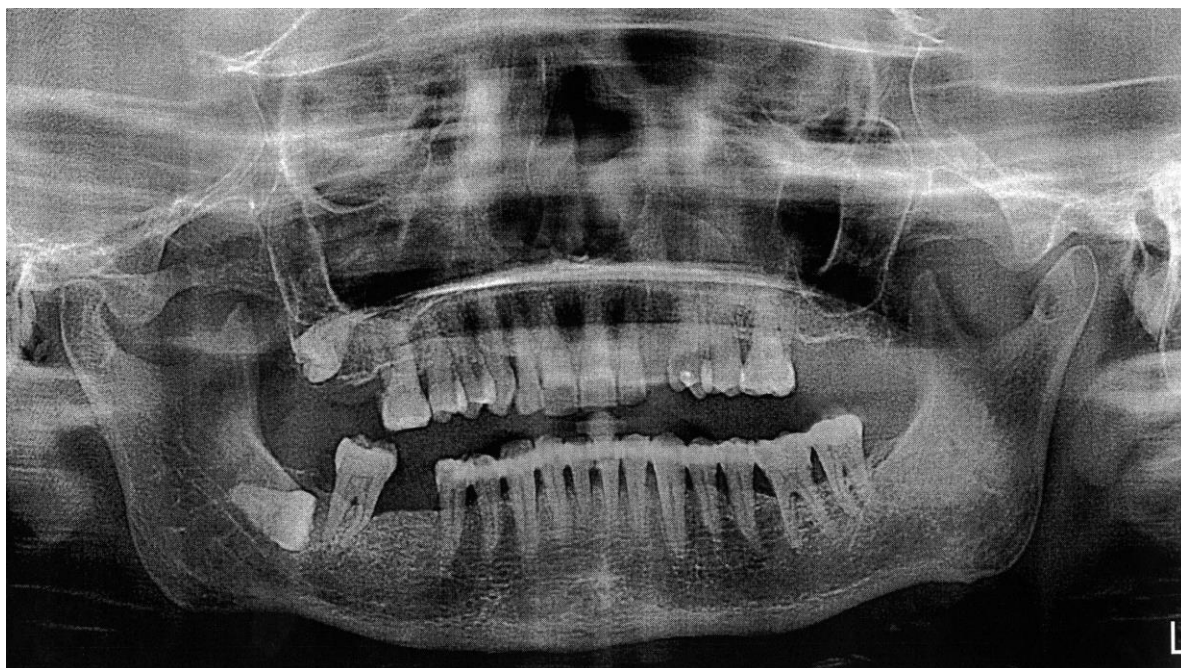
Ортопантомограма хворої Ж. через 2 роки після АВШ зі скловолокном «Glasspan». Визначається зменшення глибини кісткових пародонтальних кишень у ділянці 35, 36, 43, 44, 45 зубів та ущільнення міжальвеолярних перегородок
